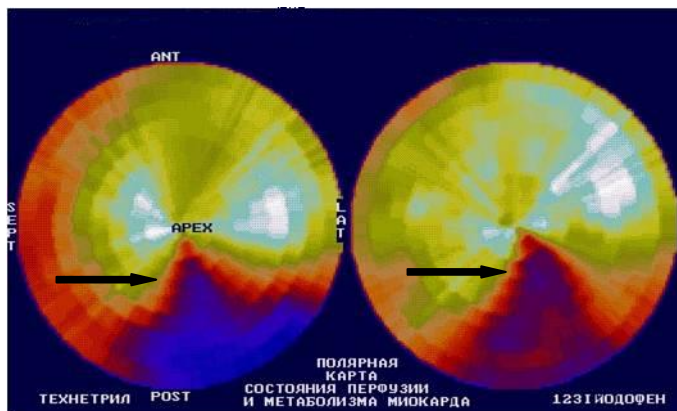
Рубцовые изменения. Б-ной 3., 49 лет. Диагноз: «Генерализованный атеросклероз. ИБС. Стенокардия III ФК. Постинфарктный кардиосклероз». Сравнительная ОФЭКТ выявила значительное и резкое согласованное снижение перфузии и метаболизма (обозначены черными стрелками) в базальных и средних отделах ниже-задней стенки и ниже-боковой области до уровня рубца. Участки нежизнеспособного миокарда.
